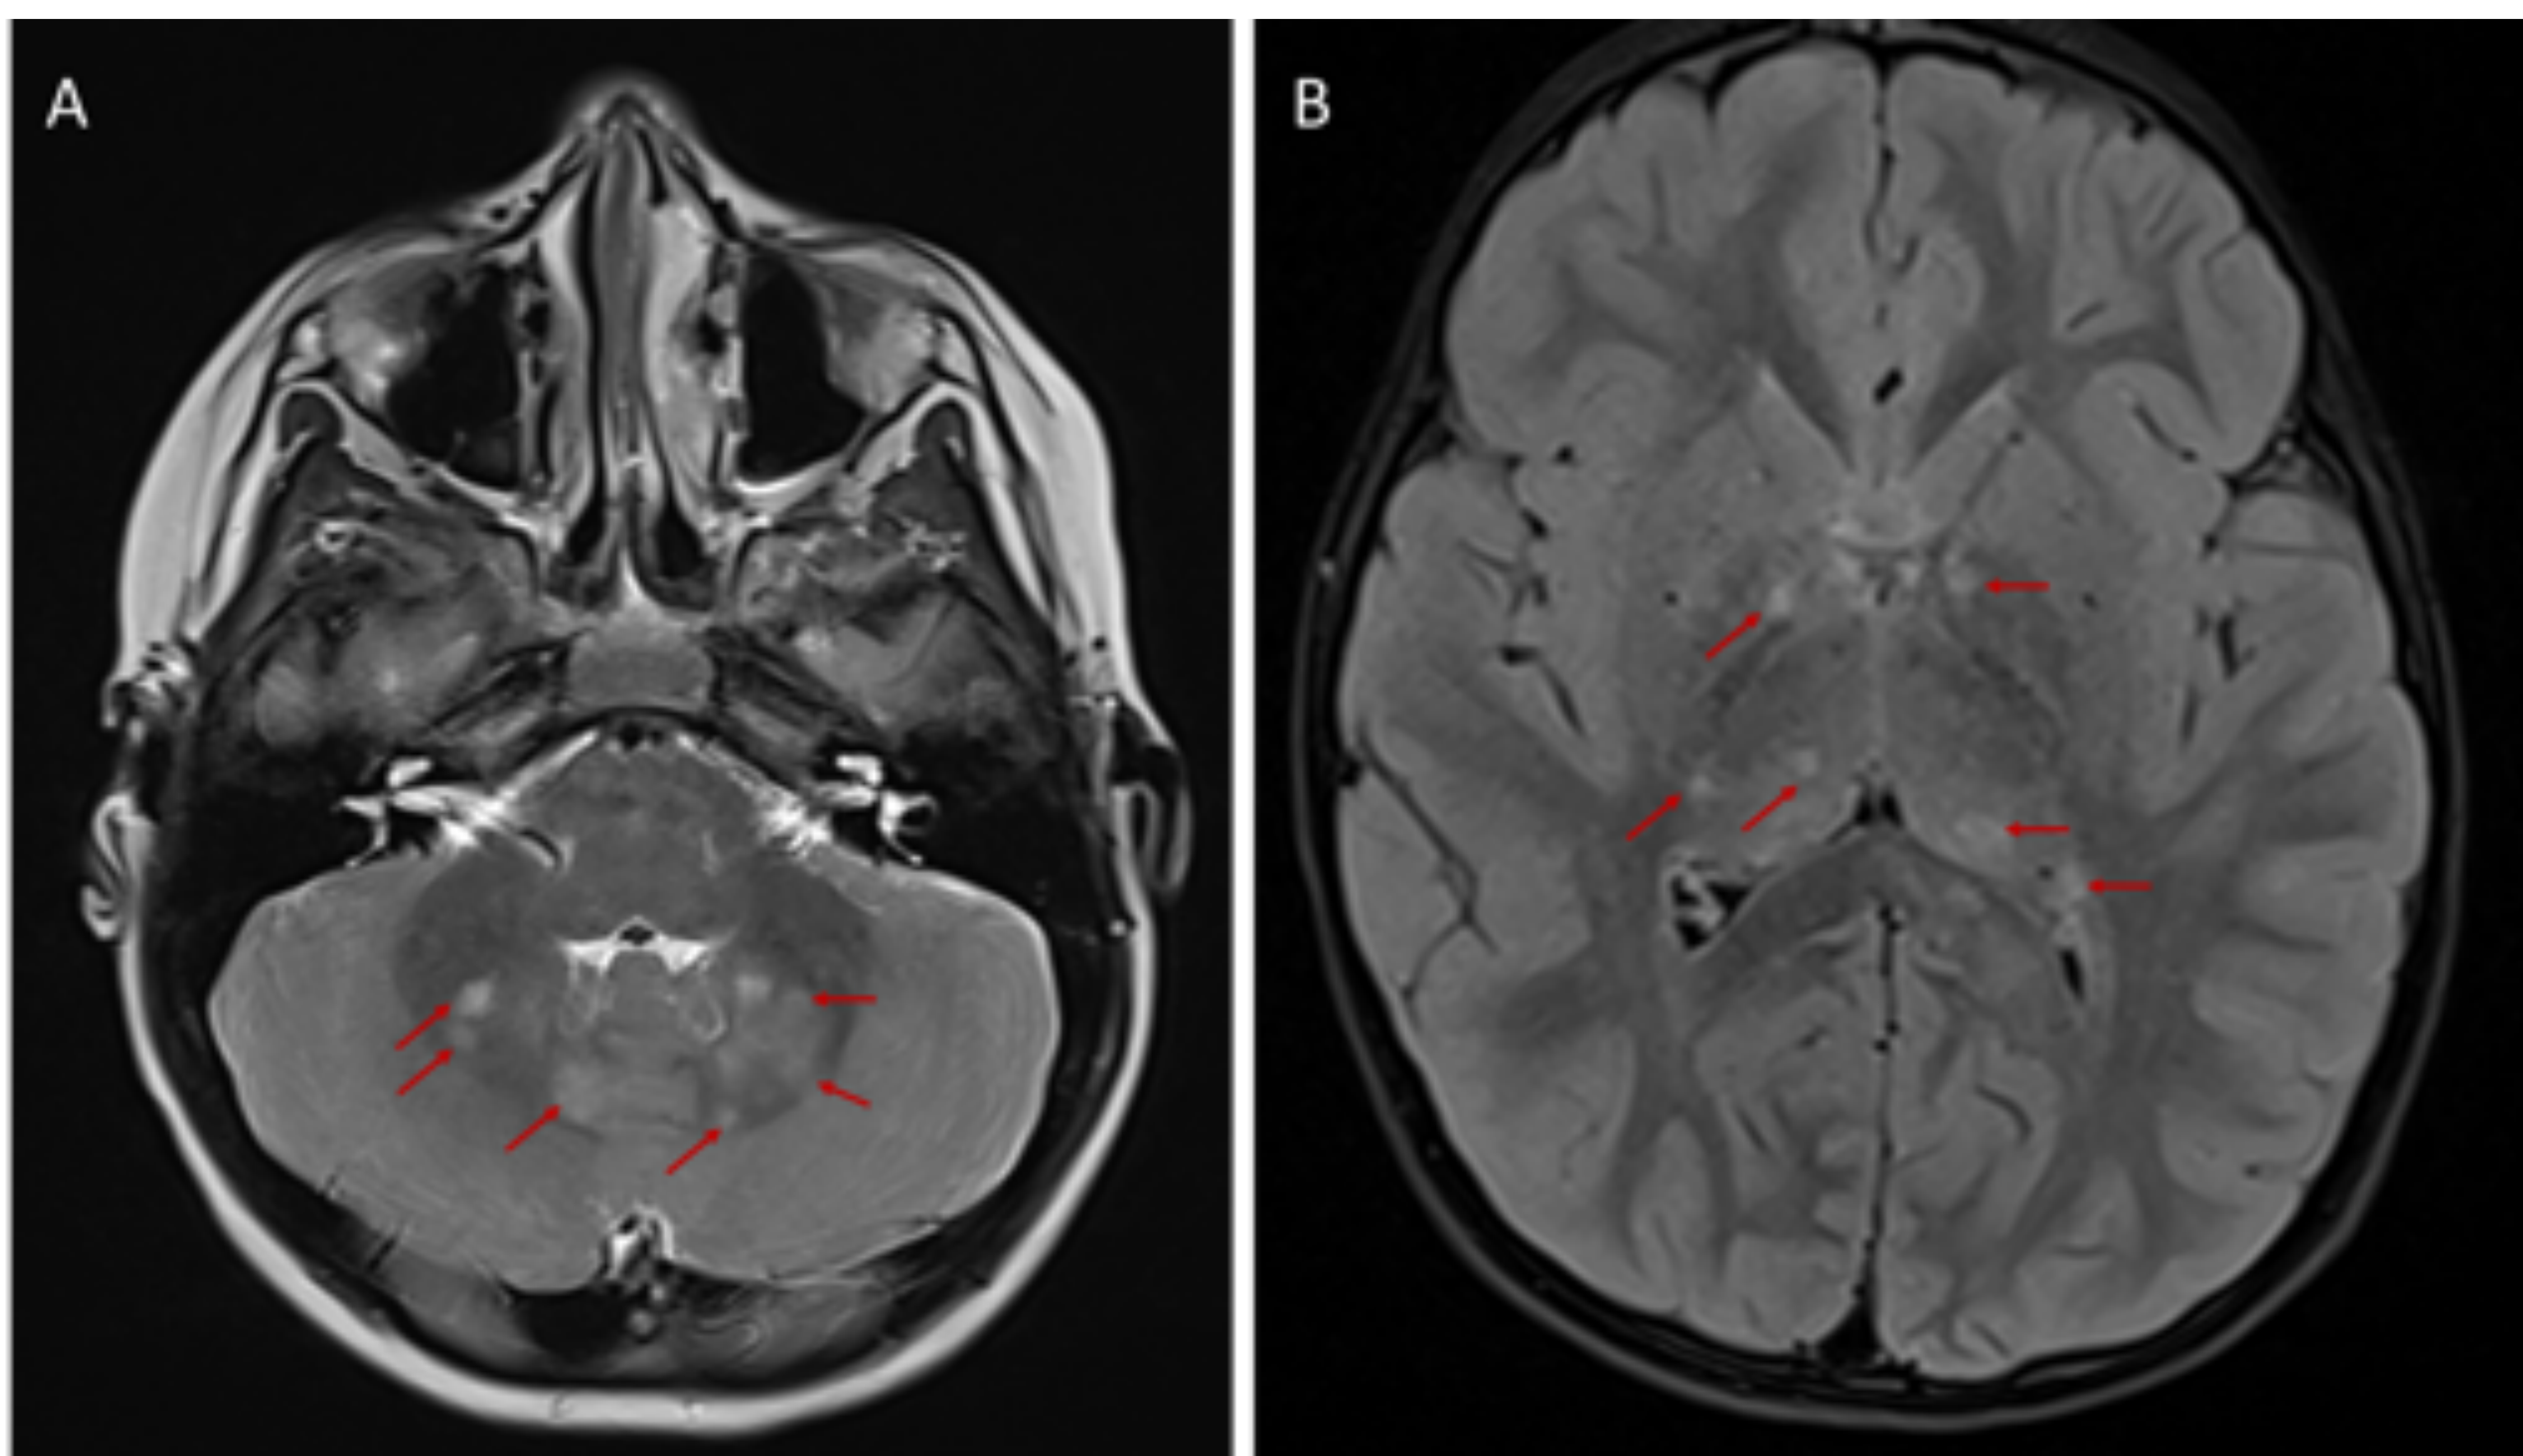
A) Secuencia T2SE en plano axial en la que se observa múltiples FASI infratentoriales, en ambos pedúnculos cerebelosos (flechas) B) Secuencia FLAIR SE, donde se aprecian FASI en ambos tálamos y núcleos lenticulares (flechas).
